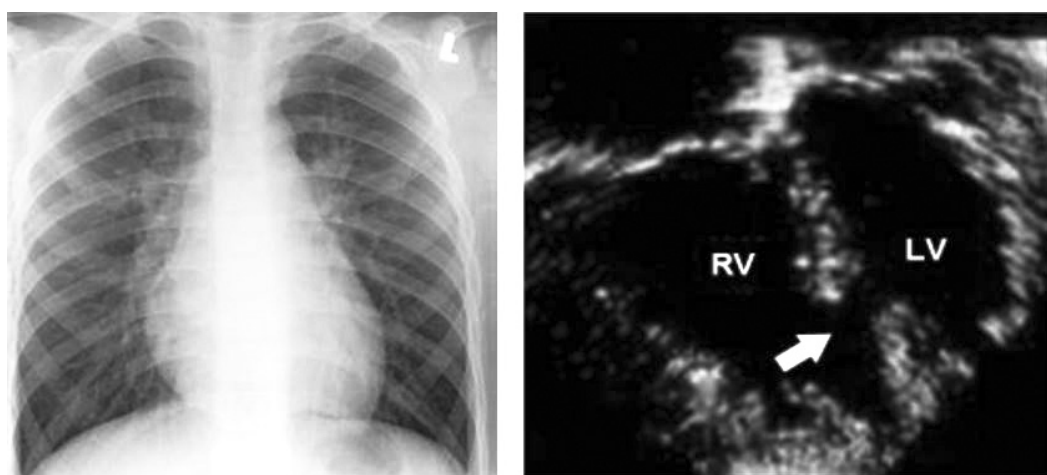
Rx toracic în DSV cu cardiomegalie și pletora pulmonară, iar examenul ecocardiografic evidențiază defectul interventricular.
